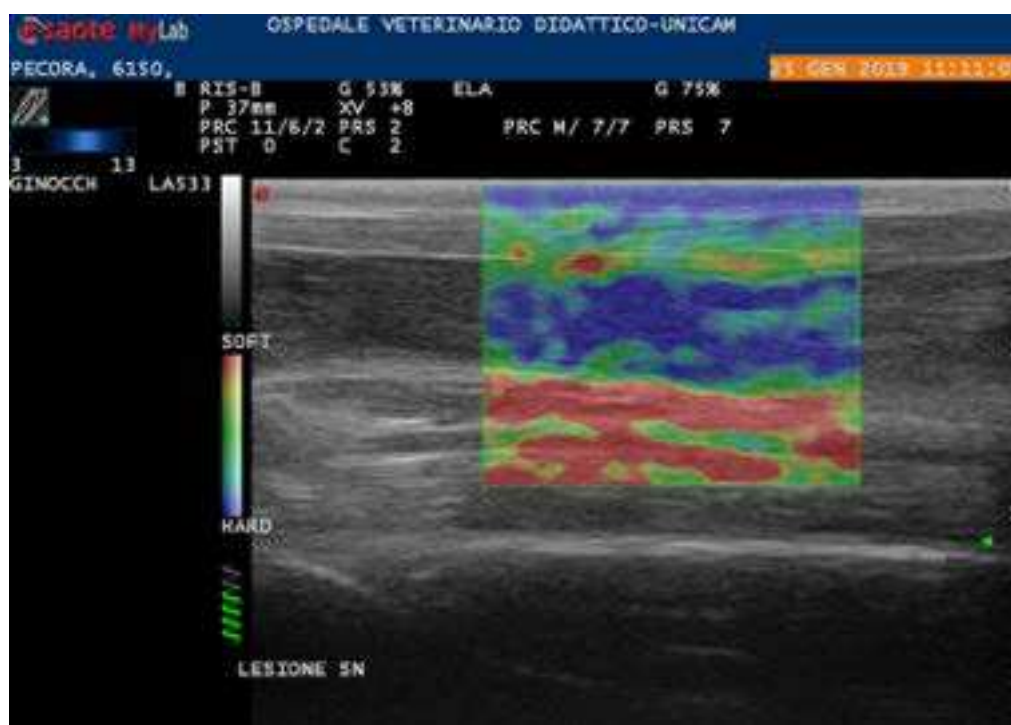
Figura 36 Elastosonogramma in scansione longitudinale del tendine di Achille del gruppo controllo a 60 giorni dall'induzione della lesione (T_3), follow up finale. Il tendine non ha riacquisito la rigidità iniziale (colore rosso).
